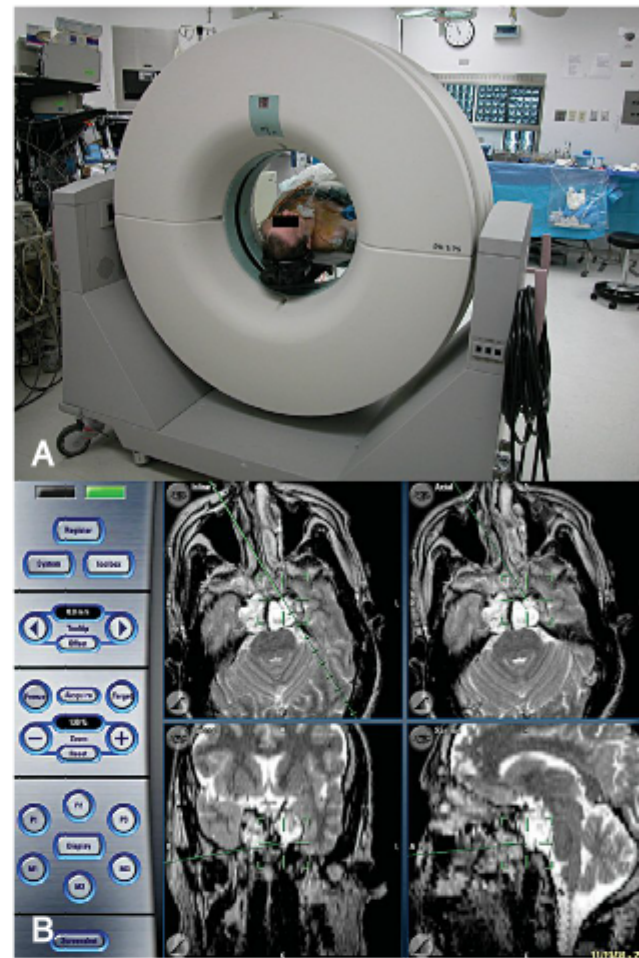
Avanços tecnológicos na sala cirúrgica. A, Um exame por TC realizado na etapa intraoperatória. B, Navegação cirúrgica guiada por computador revelando a localização em tempo real da extremidade de um instrumento cirúrgico, no exame de RM pré-operatório durante a ressecção de um cordoma do *clivus*.
